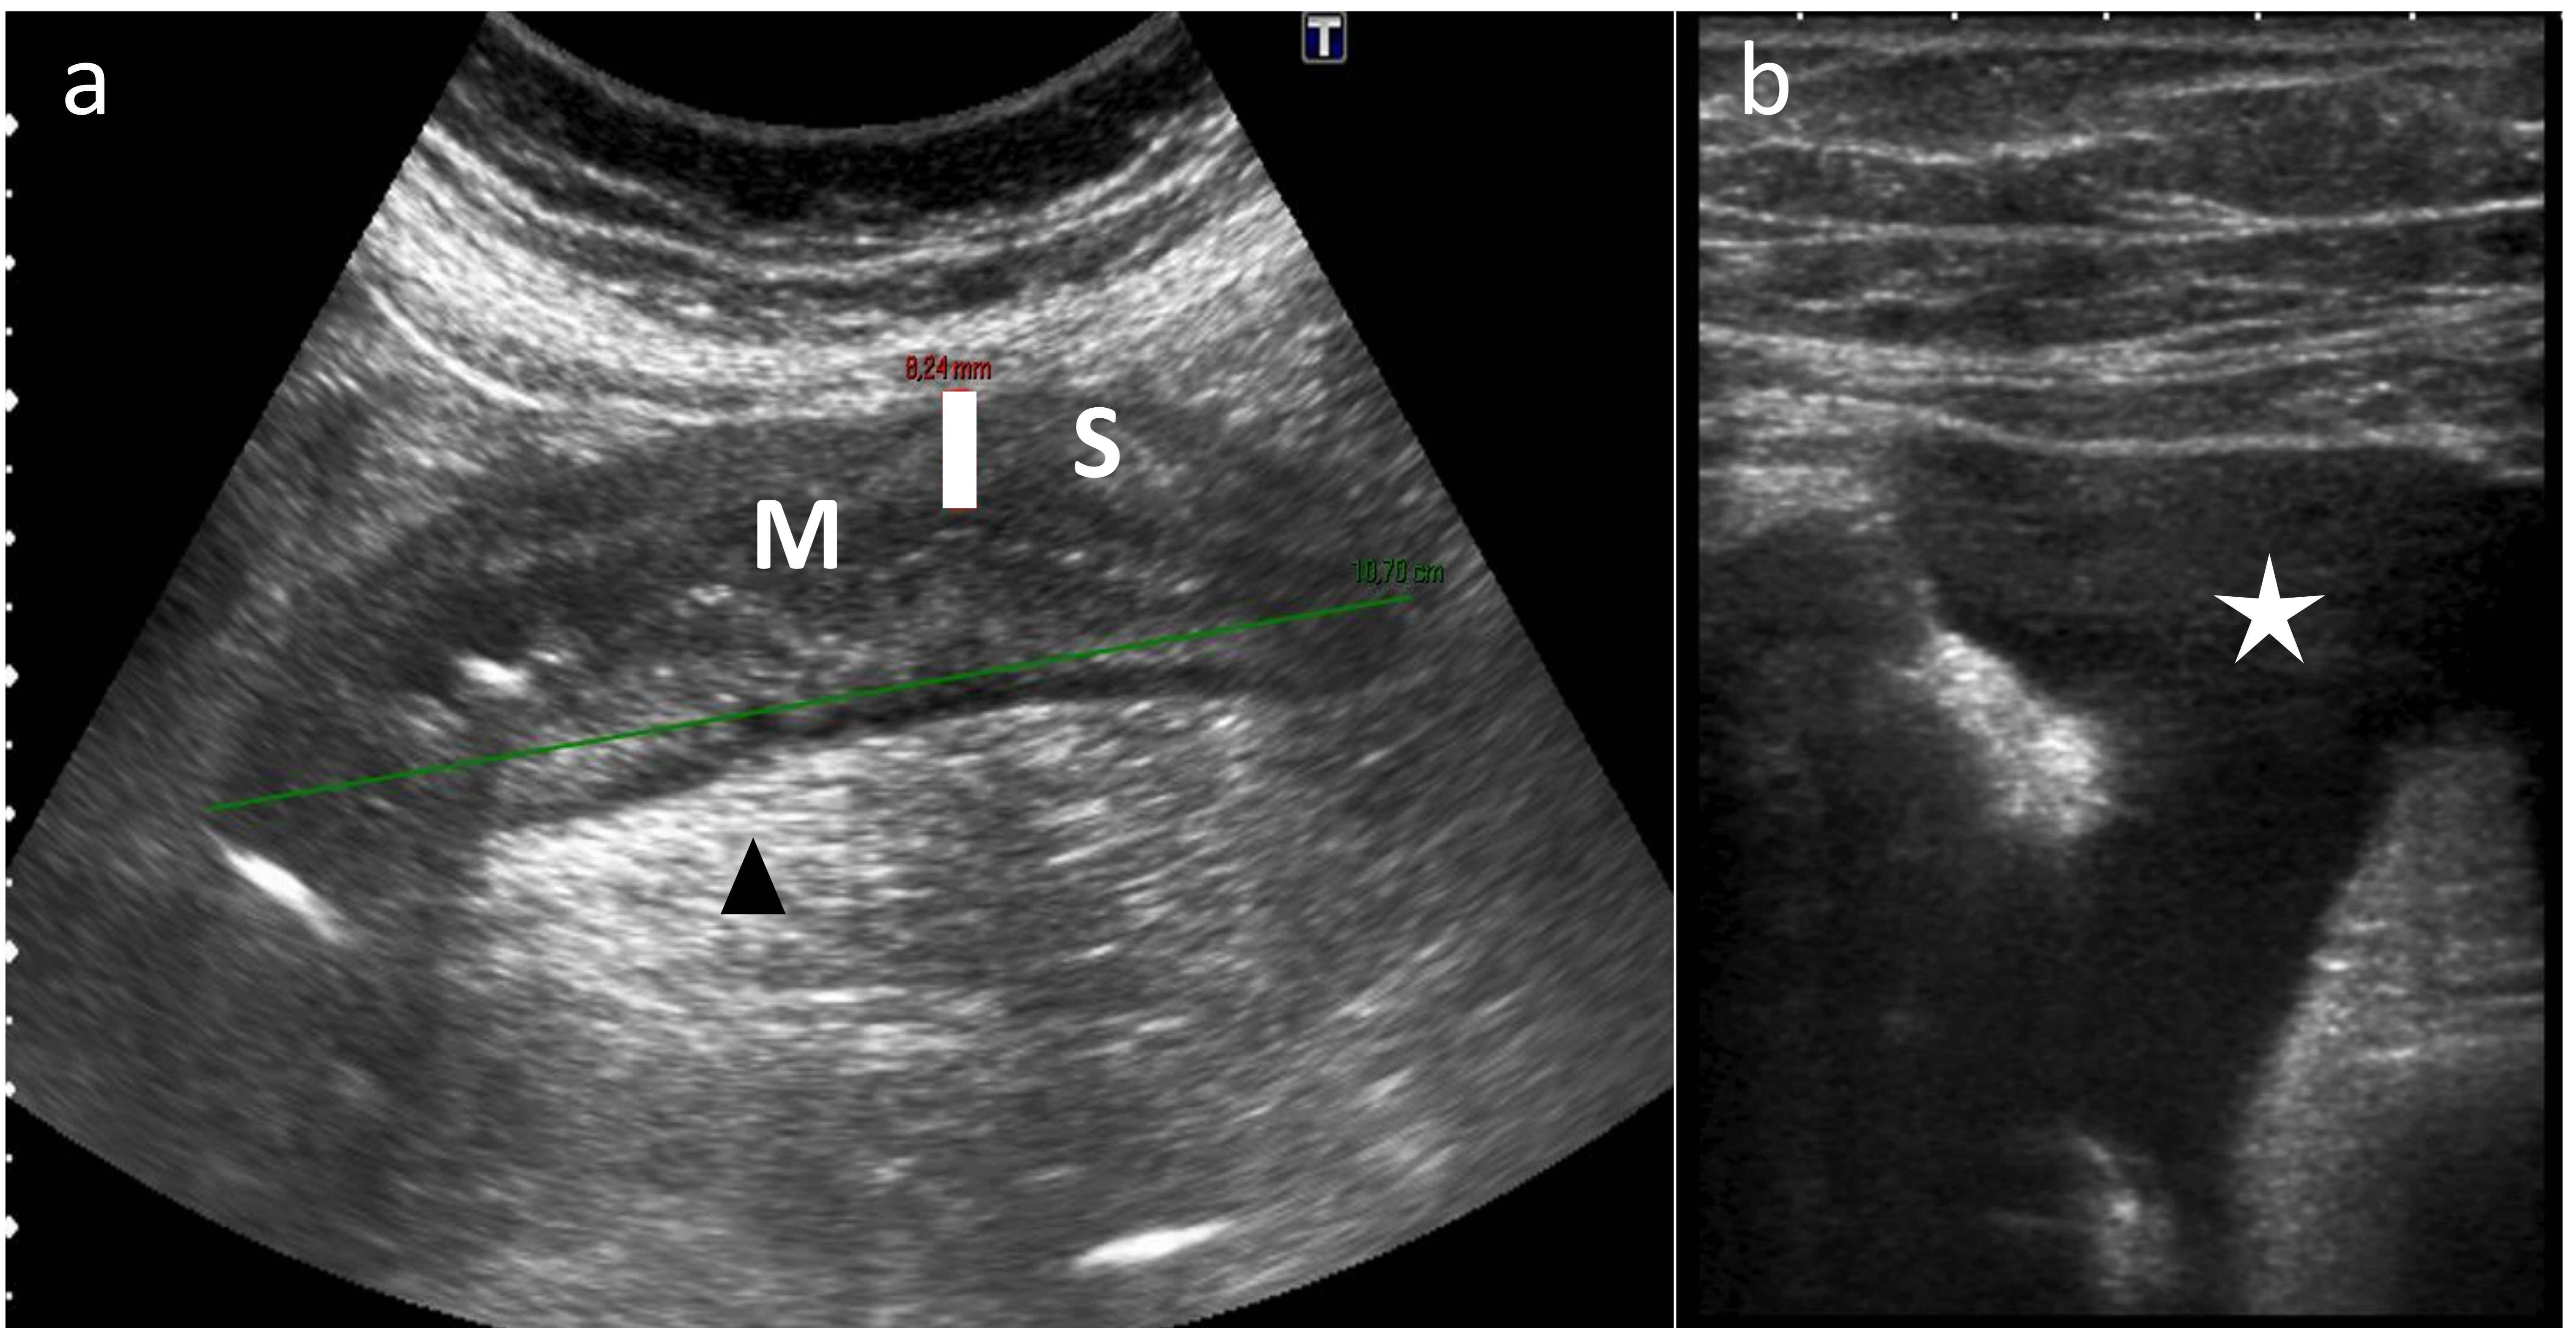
Ecografía abdominal con hallazgos compatibles con anisakiasis intestinal.
